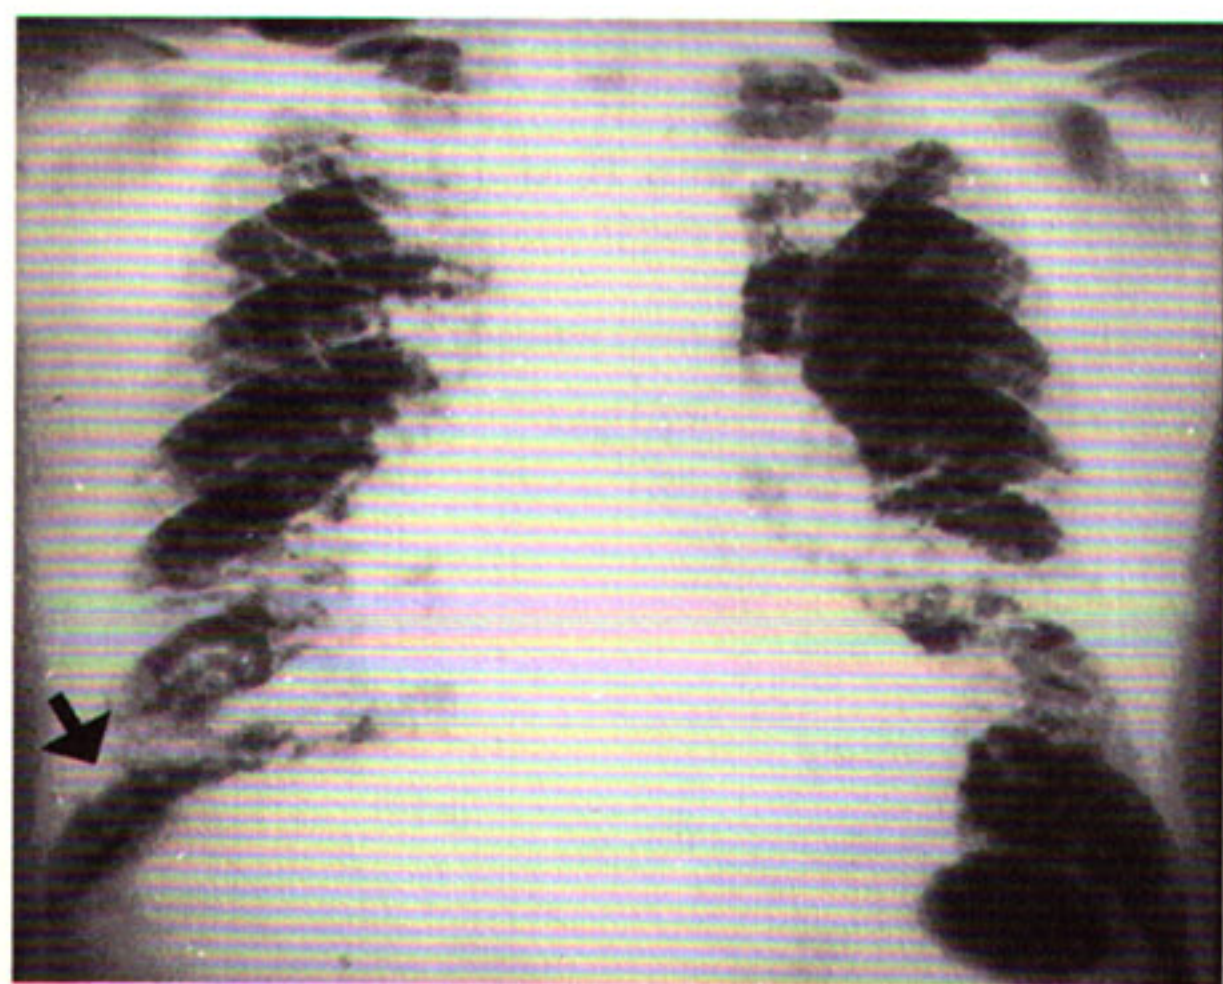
Radiografia de tórax em PA: infiltrado intersticial retículo-nodular difuso. Linhas B de Kerley são observadas nas bases, notadamente, à direita.
